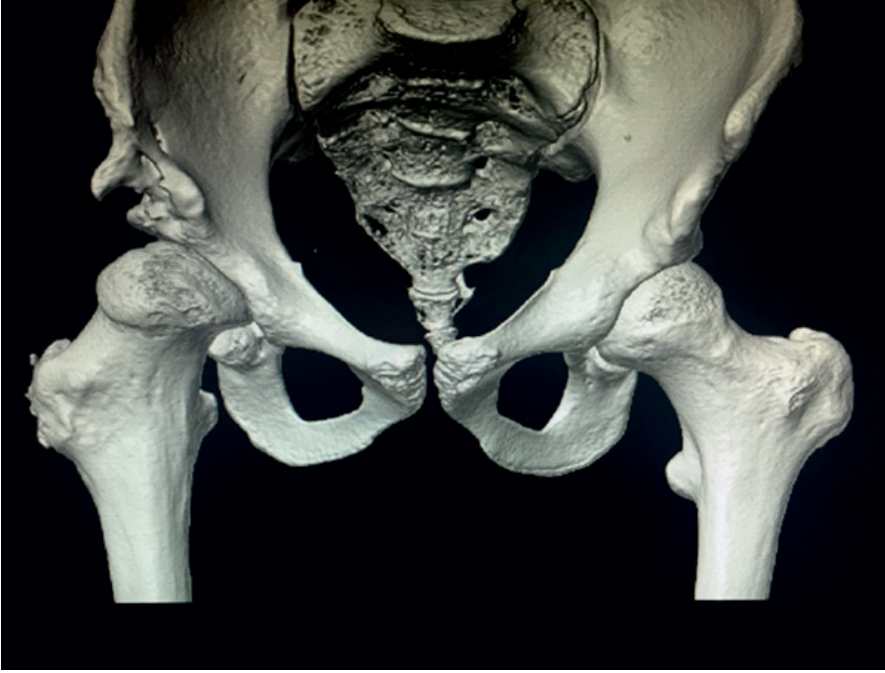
Sağ proksimal femoral valgus osteotomisi ve tektoplasti sonrası pelvis grafisi.
